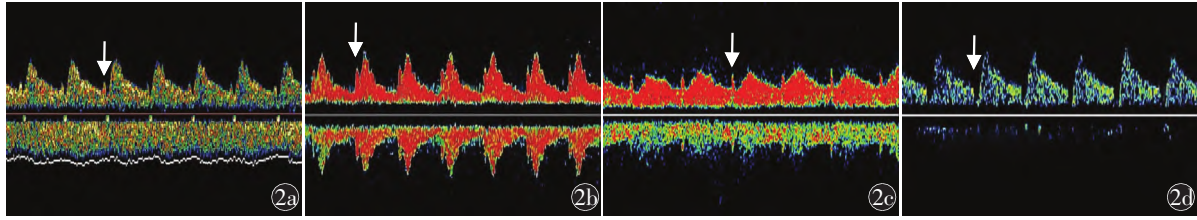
颅内段椎动脉不同类型的经颅多普勒超声血流频谱“切迹征” 2a 为 I 型,“切迹征”(箭头所示)发生于舒张期末、收缩早期; 2b 为 II 型,“切迹征”(箭头所示)发生于收缩中-晚期; 2c 为 III 型,“切迹征”(箭头所示)发生于舒张期末; 2d 为 IV 型,舒张期末与收缩早期血流频谱可见不连续性“切迹征”(箭头所示)
